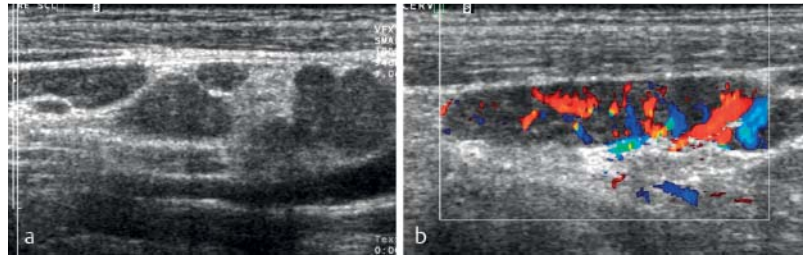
a Supraclavicular lymph node involvement in sarcoidosis. The lymph nodes are only minimally enlarged (short-axis diameter of up to 9 mm) and have a homogeneous hypoechoic structure. A hyperechoic hilus is not visualizable. b The color Doppler sonographic image (8.5 MHz, 700 PRF, 50 WF) shows increased vascularization with a largely preserved vascular tree.
